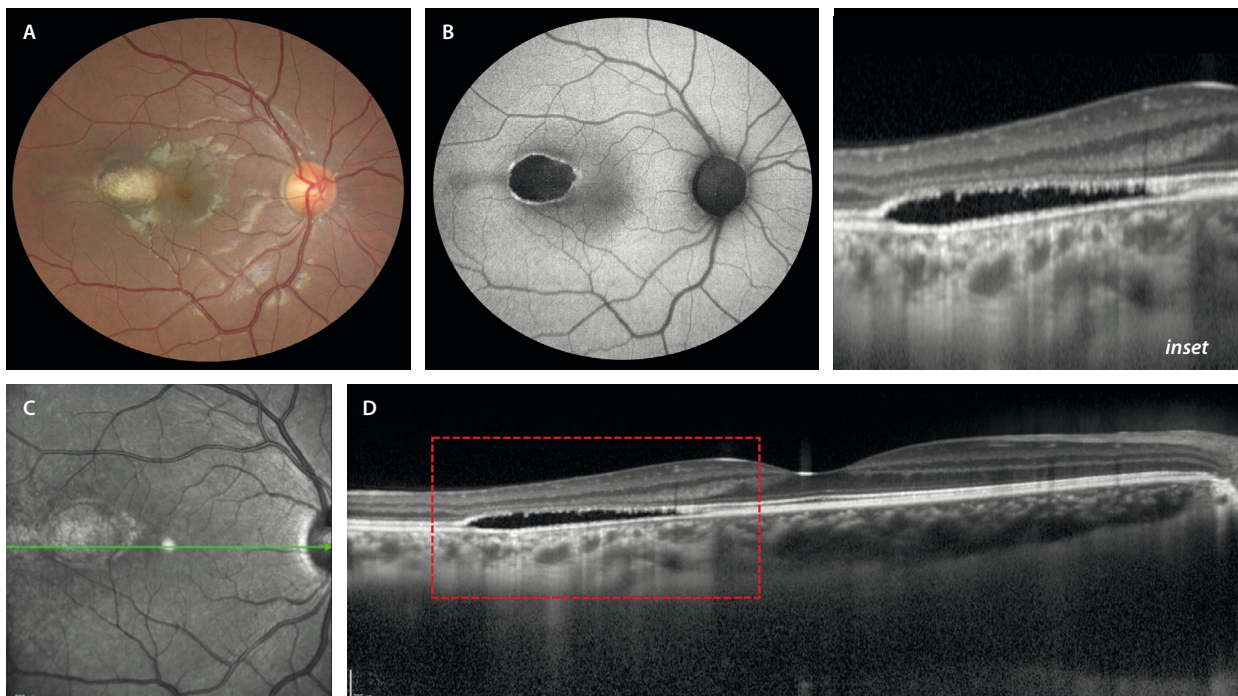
Maculopatía en torpedos. A) Retinografía que muestra una lesión oval blanco-amarillenta paramacular temporal con algo de hiperpigmentación en los bordes. B) En la autofluorescencia muestra hipoafluorescencia con bordes hiperautofluorescentes. C) La imagen cercana a la infrarroja revela una lesión de reflectividad heterogénea y bien delimitada. D) En la tomografía de coherencia óptica se aprecia una atenuación de la capa nuclear externa con una irregularidad en la capa de los elipsoides, ausencia de la zona de interdigitación del epitelio pigmentario de la retina y una separación de la retina neurosensorial de un epitelio pigmentario de la retina-membrana de Bruch íntegros. Se aprecia una discreta excavación coroidea focal (ver *inset*).
